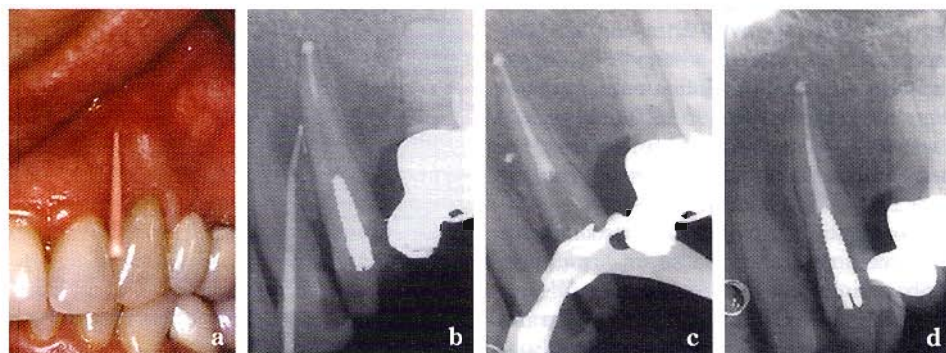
Radiopacità in corrispondenza di canale laterale non trattato su un canino superiore. Cono di gutta inserito nella fistola: fotografia (a) e rx (b); otturazione (c); guarigione (d). Videoradiografia di controllo dello stesso sito (e) per un confronto dell'area visualizzabile e del dettaglio d'immagine.
